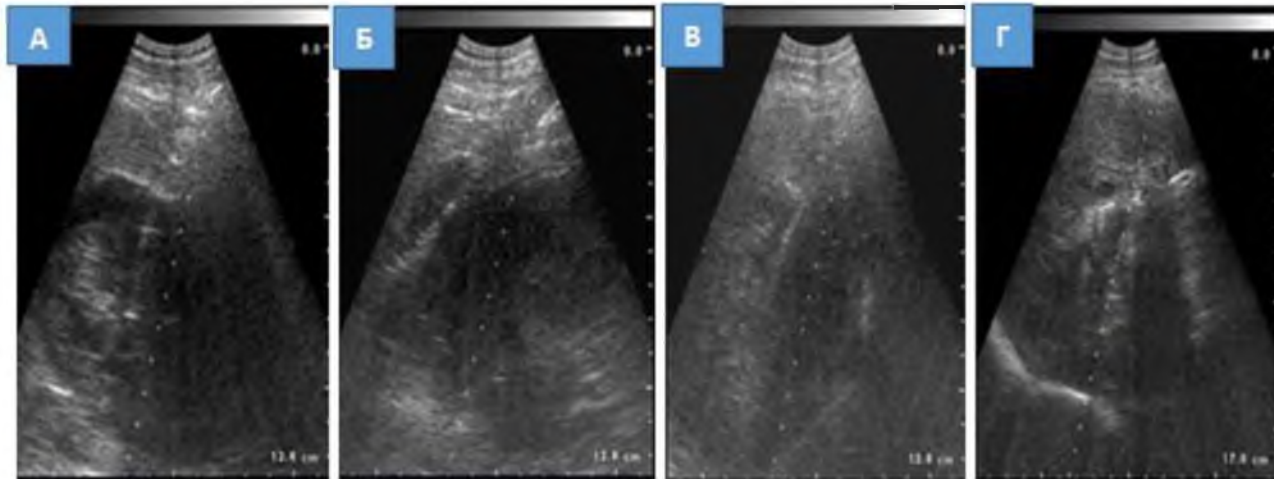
PAIR. Этапы дренирования НЭКП под УЗИ-контролем: А – проведение дренажной трубки; Б – дренажная трубка в полости НЭКП; В – уменьшение размеров НЭКП в процессе аспирации; Г – щелевидная полость кисты после аспирации
